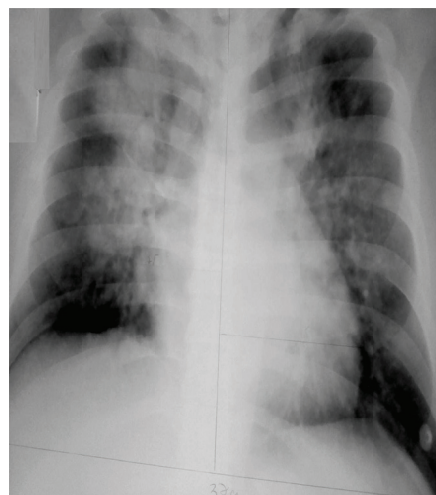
AP chest radiograph income (04/06/12).
